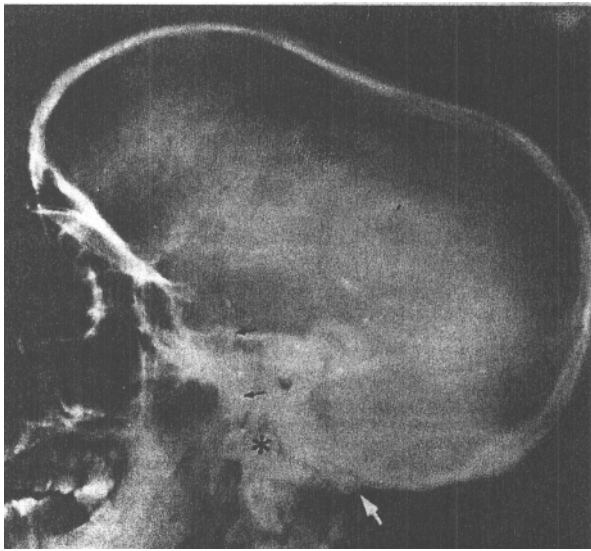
Radiografía lateral de cráneo del paciente que aparece en las figuras 6 y 7, que ilustra buena parte de las malformaciones craneo-cervicales, a saber, impresión basilar (el asterisco señala la punta de odontoides situada muy por encima de la línea de McGregor, asimilación del arco posterior del atlas que parece fundido con la escama occipital (flecha blanca), platibasia, acortamiento del clivus (las flechas negras indican sus límites superior e inferior) y aplanamiento de la fosa posterior. La dolicocefalia en este caso probablemente traduzca un desarrollo exagerado del membranocráneo, compensatorio de la displasia del basicondocráneo.
